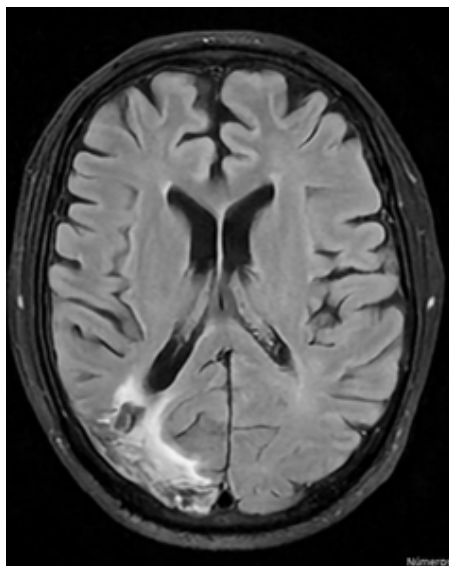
Resonancia magnética secuencia FLAIR (Fluid attenuated inversion recovery). Corte axial a nivel de ventrículos laterales, donde se observan cambios crónicos hiperintensos por isquemia en lóbulo parietooccipital derecho.
